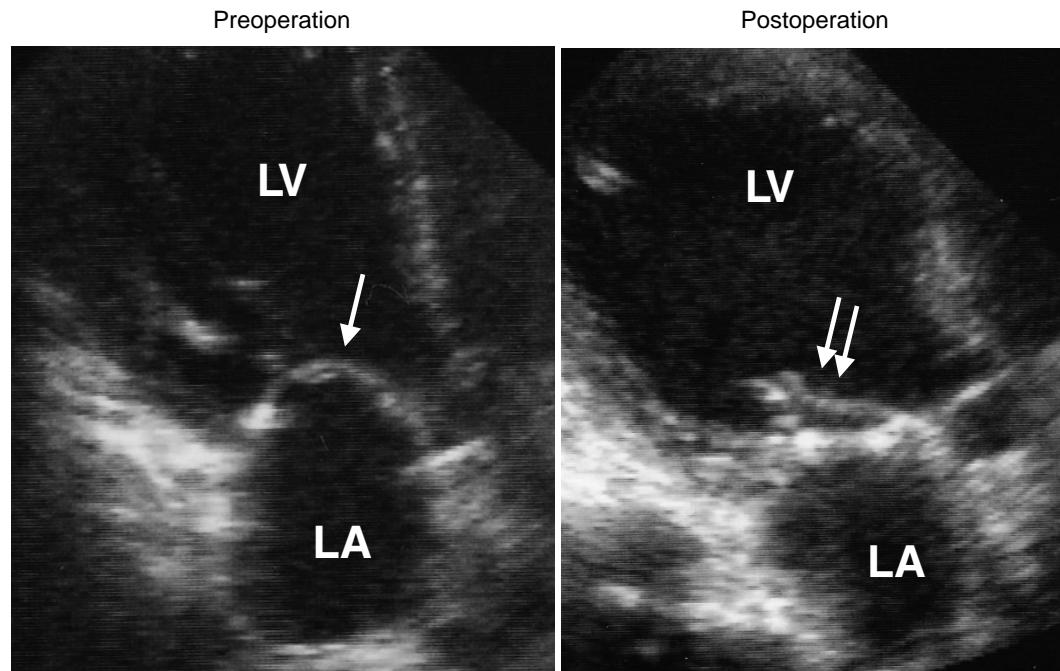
Case 1. Transthoracic echocardiograms
